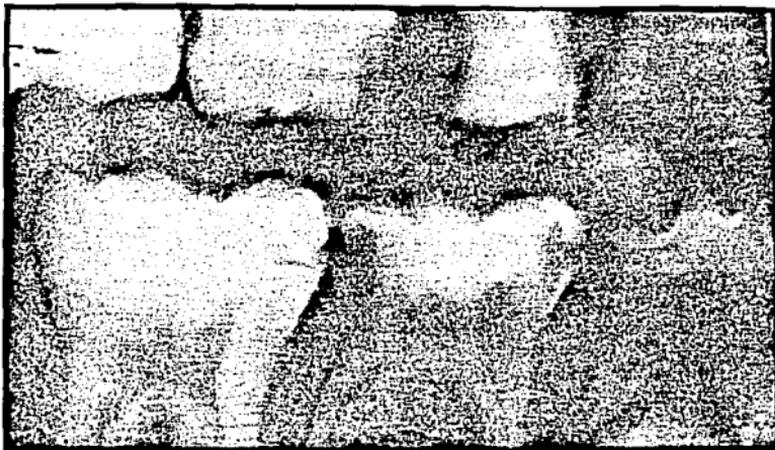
VI.3 Figura en dónde muestra una radiografía de aleta de mordida, en dónde muestra caries interproximal.
